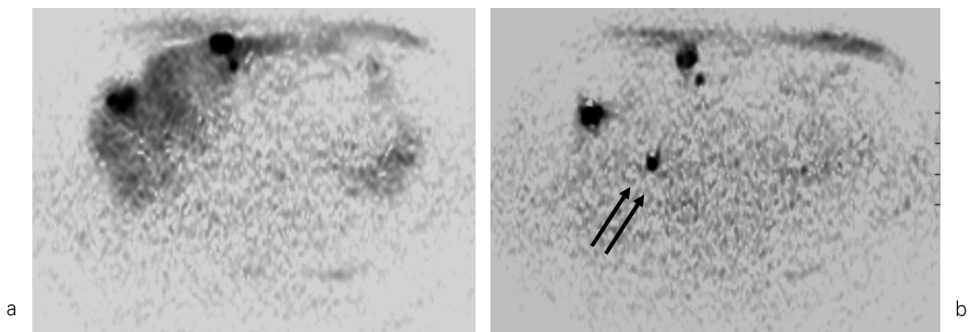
60-year-old man with multiple hepatic metastasizes from rectal cancer. On DWI before SPIO-enhancement (a), three lesion of four metastasizes were delineated and one lesion situated right hepatic lobe (S8) was not obvious due to small size. All four metastasizes, including missed lesion before SPIO-enhancement (b, arrows) were clearly demonstrated on DWI after SPIO-enhancement with higher lesion-liver contrast.
